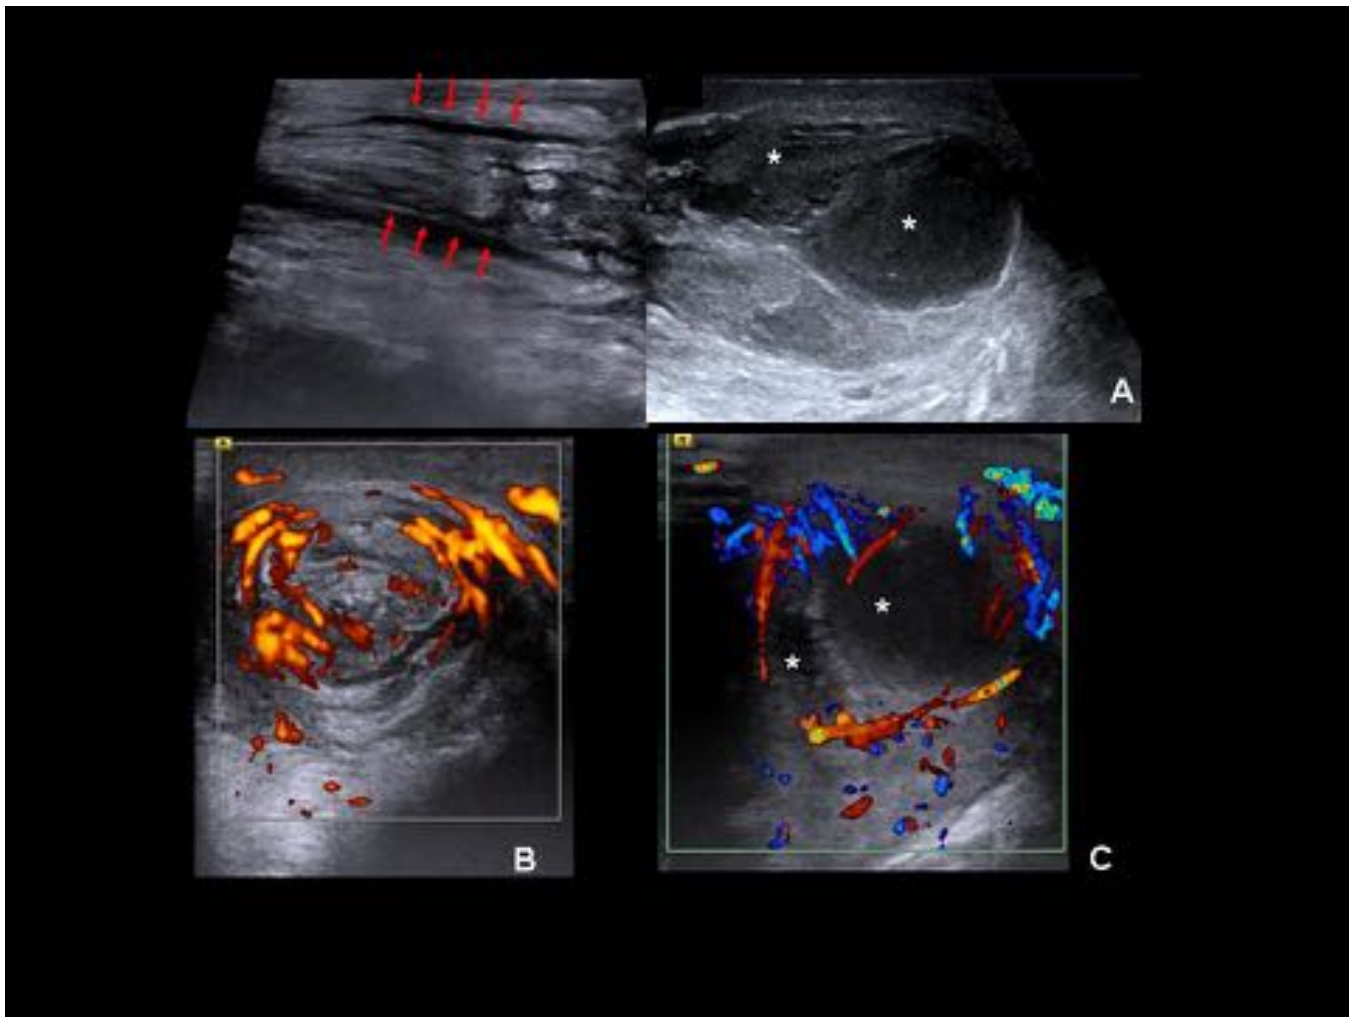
Absceso de cordón espermático. En la imagen superior se ve el cordón engrosado (flechas), con aumento de la vascularización en el Doppler color (B), y 2 colecciones líquidas con contenido ecogénico (*), avasculares y con hiperemia en su periferia (C).
